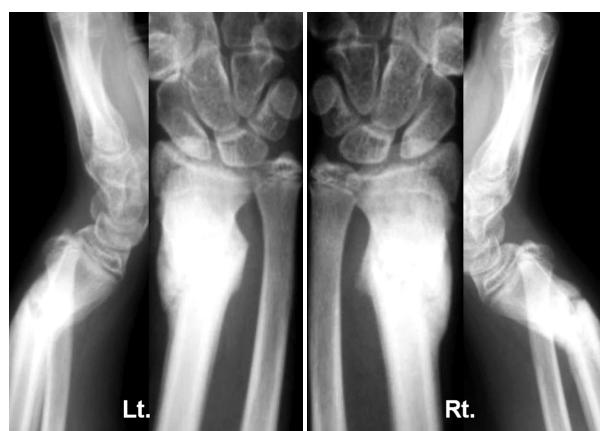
Radiographs and photographs taken at the presentation to our hospital 4 months after trauma. Radiographs showed 40 degree-angulated distal radius and dorsal dislocation of ulnar head.
